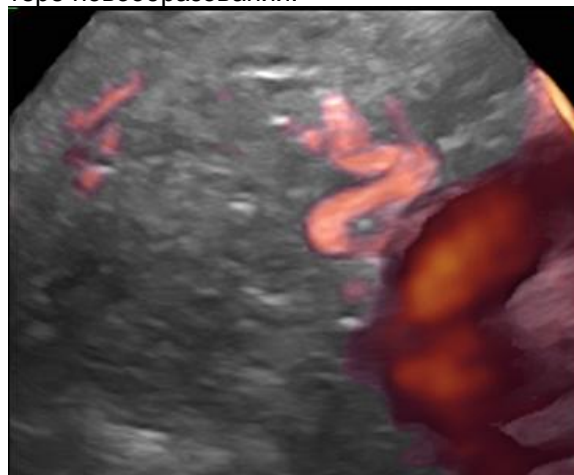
3D-УЗИ. Текома. Кровеносное русло в режиме «glass body».
